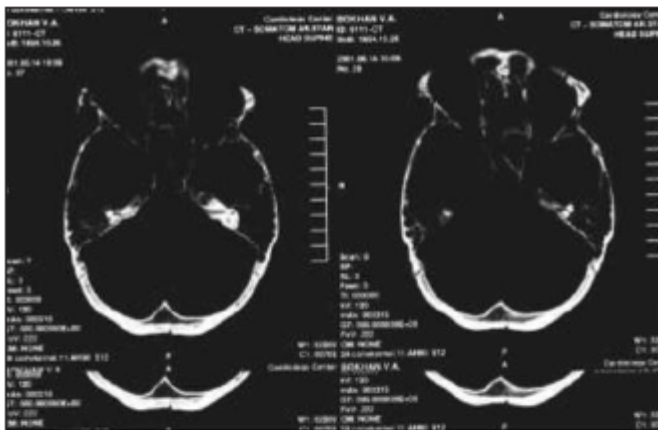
Серия КТ: определяется оскольчатый импрессионный характер перелома и наличие эпидуральных гематом лобной области
